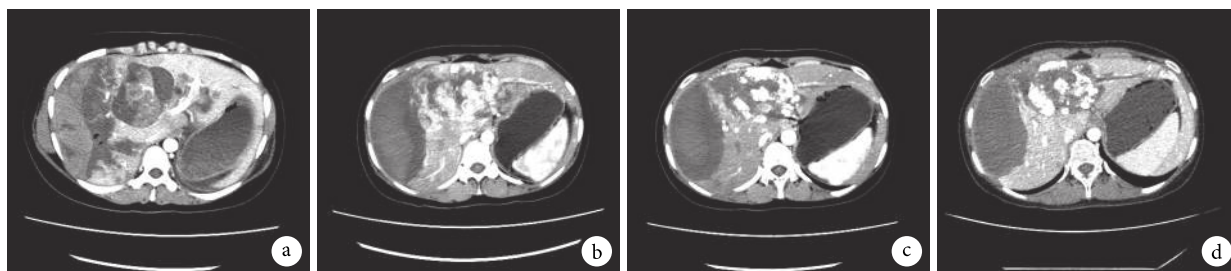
示该例患者 4 次介入术后的上腹部 CT 检查结果
